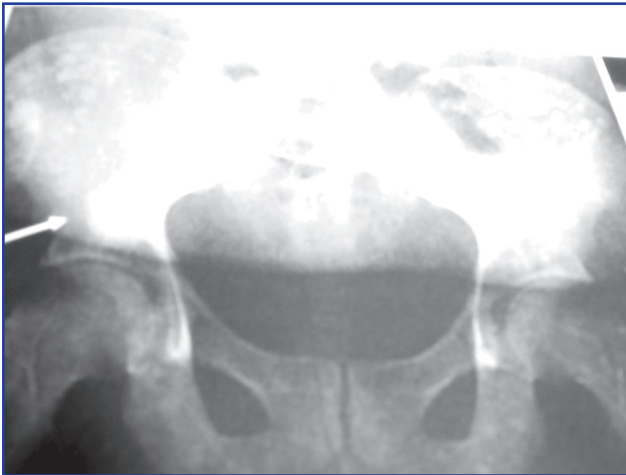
Рентгенограма хворого П. із деформуючим остеоартрозом правого кульшового суглоба
